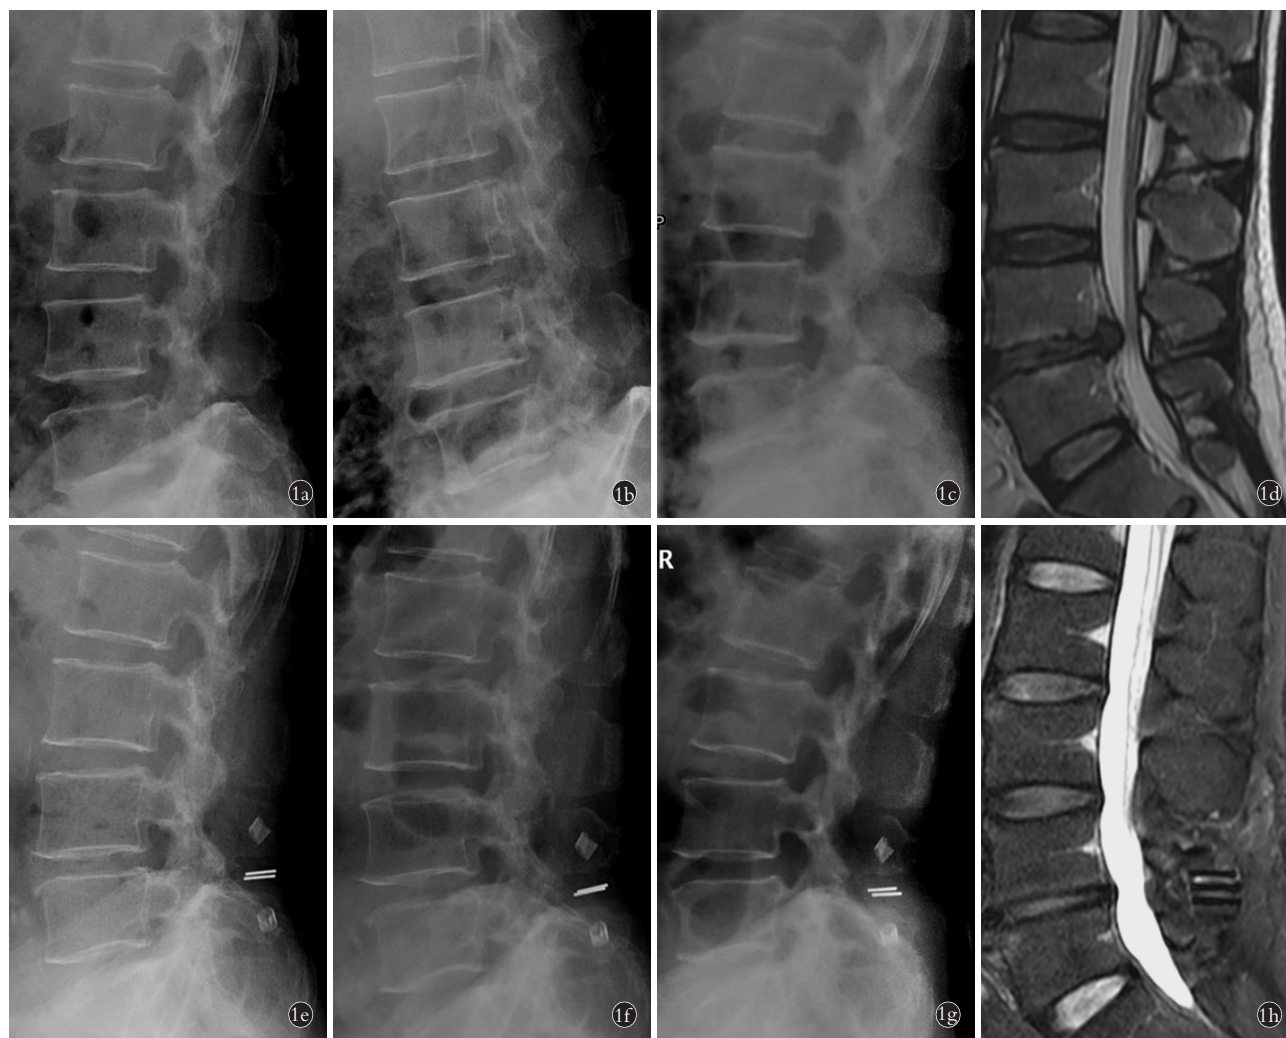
患者,女,48 岁,因 L_{4,5} 腰椎间盘突出症行 L_{4,5} 髓核摘除加 Wallis 固定术 1a. 术前腰椎侧位 X 线片示腰椎退行性变 1b,1c. 术前腰椎动力位 X 线片示腰椎活动度受限 1d. 术前腰椎 MRI 示 L_{4,5} 椎间盘突出, L_{3,4} 椎间盘呈不均匀的低信号, Pfirrmann IV 级 1e. 术后 5 年腰椎侧位 X 线片示 Wallis 位置良好, L_{4,5} 椎间盘高度明显降低 1f,1g. 术后 5 年腰椎动力位 X 线片示腰椎活动度良好 1h. 术后 5 年腰椎 MRI 示 L_{4,5} 椎间盘信号无明显改变, L_{3,4} 椎间盘信号较术前增强, Pfirrmann III 级
